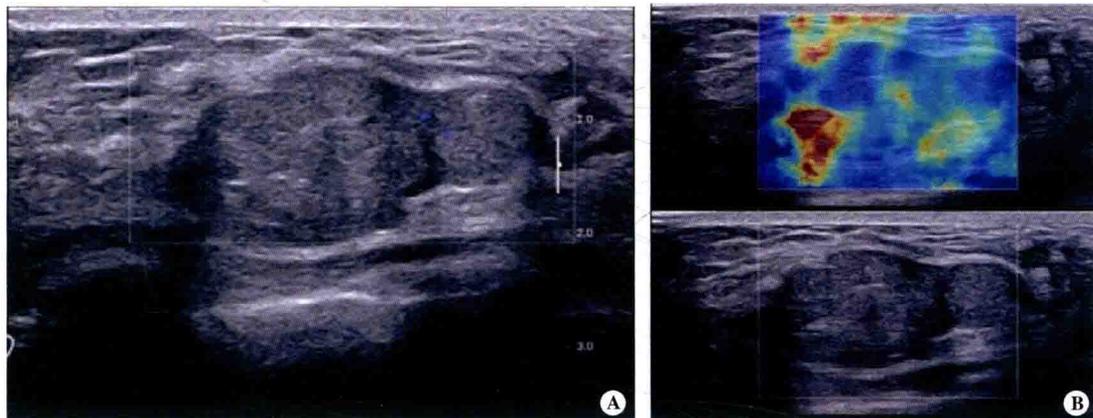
乳腺异常结构的影像实例——超声与超声弹性成像的比较
